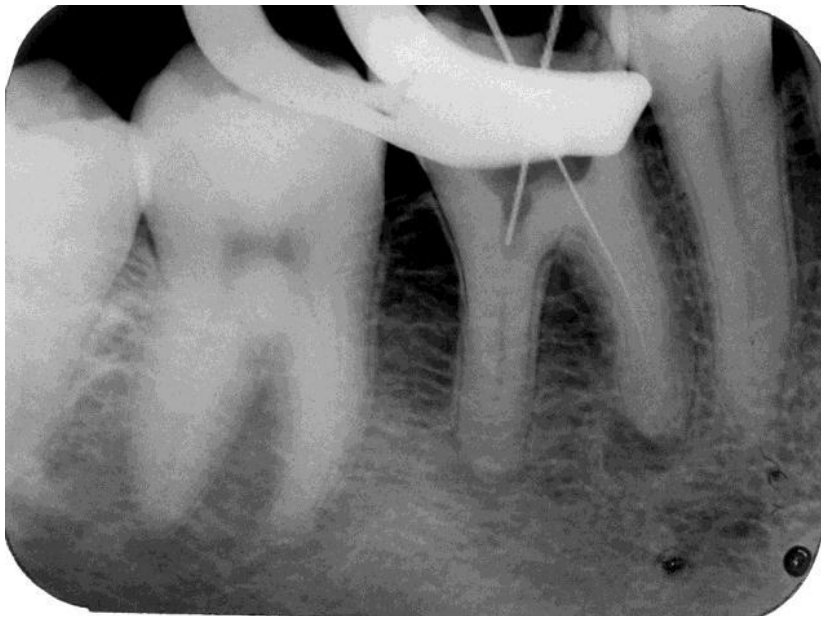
Radiografia de odontometria do canal méso-vestibular
